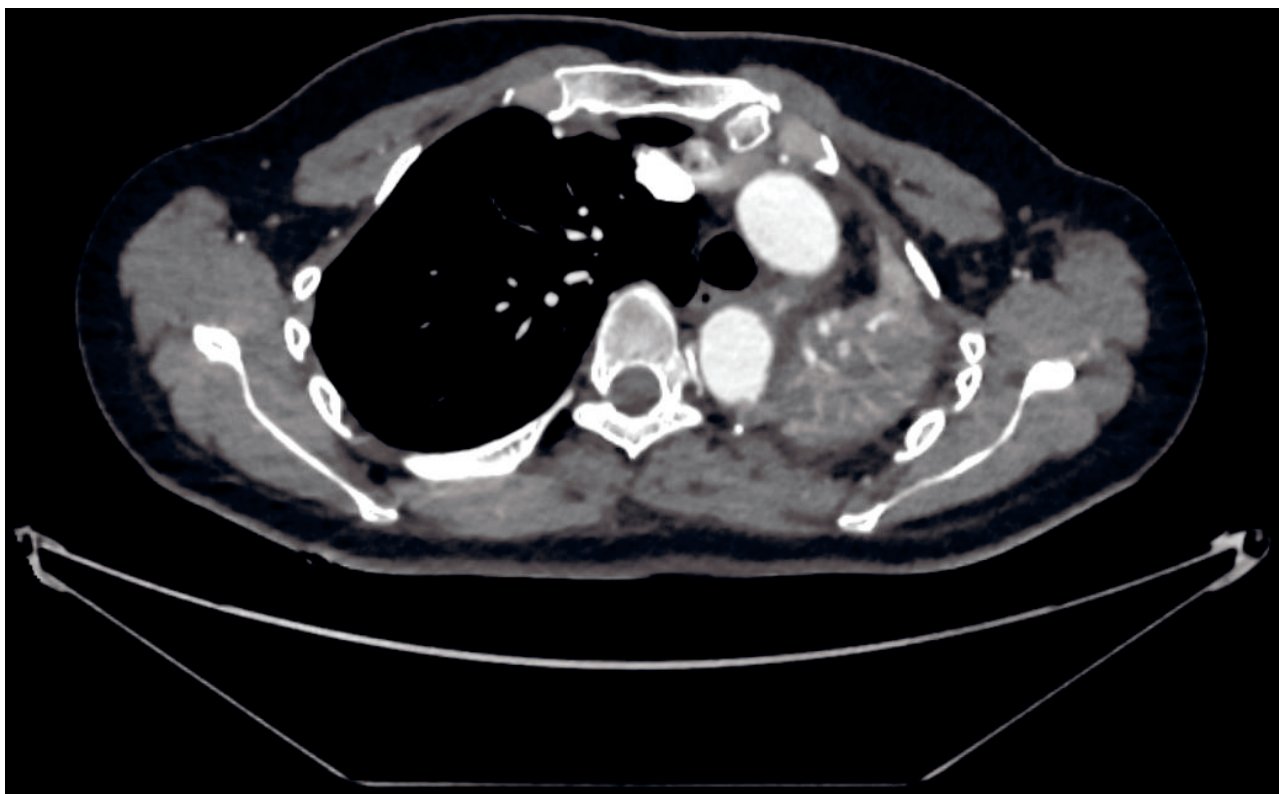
МСКТ грудного отдела аорты. Ателектаз верхней доли левого легкого.
